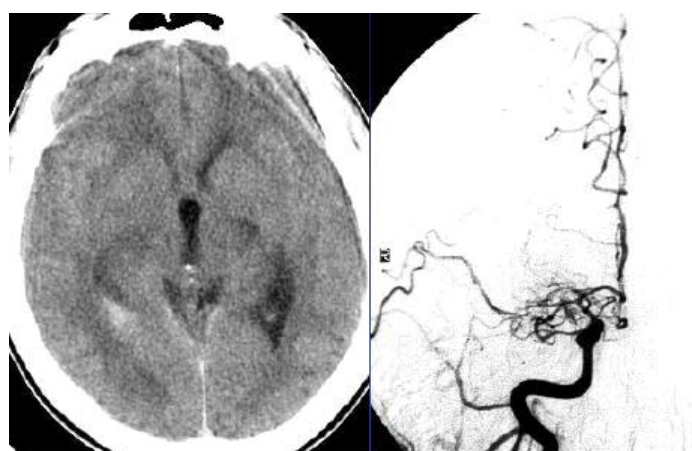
КТ. Дифузна ішемія головного мозку. ЦАГ. Судинний спазм.
